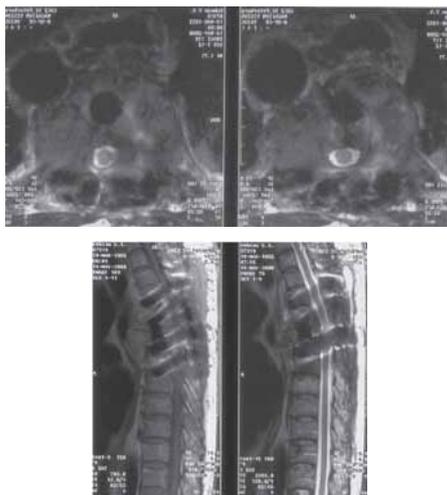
МРТ грудного отдела позвоночника через 4 месяца после спондилэктомии, продолженный рост опухоли без компрессии спинного мозга
